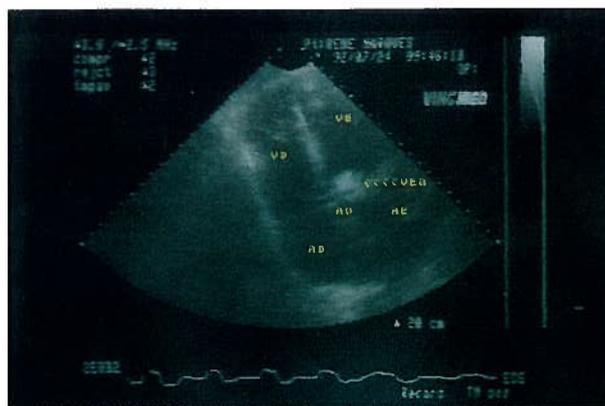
E.T.T. - (Ecografia Transtorácica) - APICAL 5 CÂMARAS: Vegetação com \pm 1,5 cm de diâmetro prolapsando em diástole para a cavidade de saída do ventrículo esquerdo.
